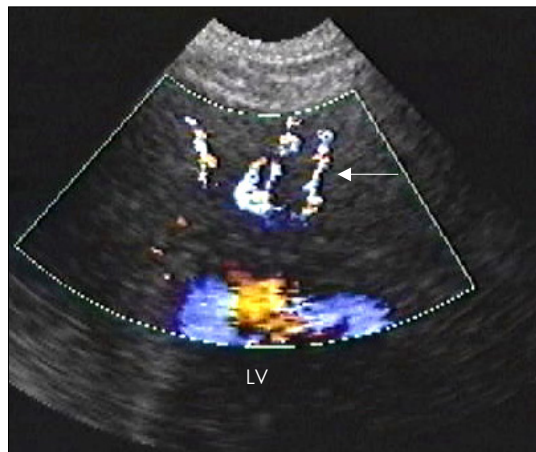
Transthoracic color Doppler echocardiography showed multiple linear color flow signals (arrow) perpendicular to the epicardial surface in the left ventricular apex, which was drained into left ventricle, demonstrating multiple left coronary artery-left ventricular microfistulae.
